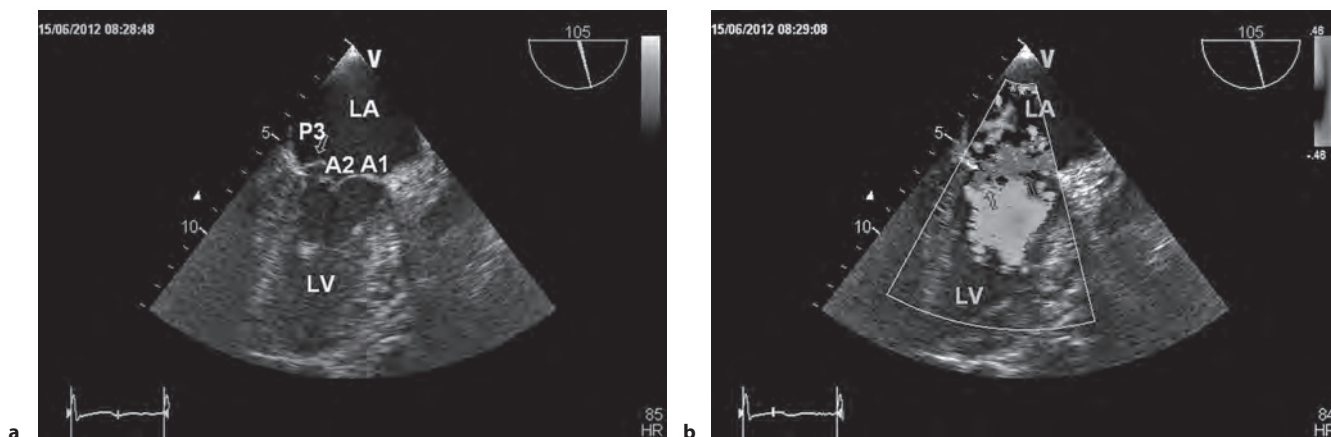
Proiezione medio-esofagea. Immagine di flail di P3 visibile dal piano di scansione 90°/105° (a) con ampio jet di rigurgito al color-Doppler (b). LA, atrio sinistro; LV, ventricolo sinistro.
